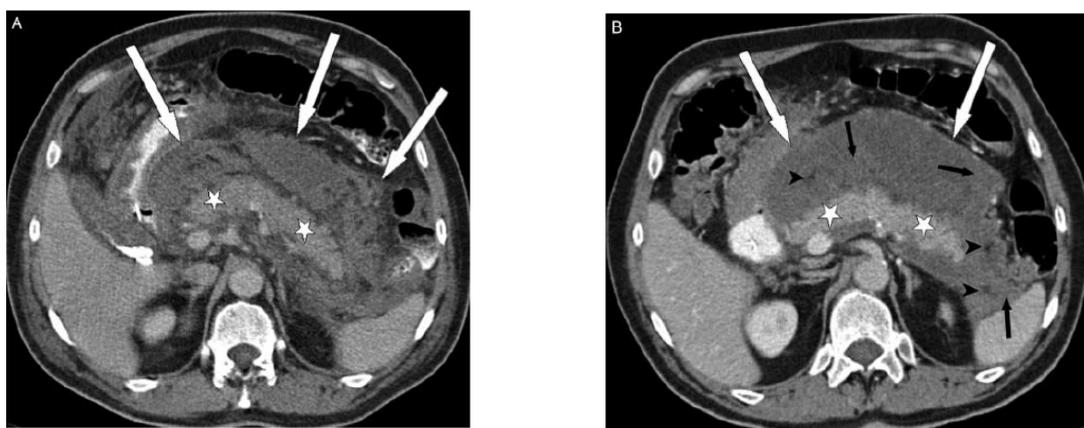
Coleções necróticas agudas. 3A: Avaliação por TC que evidencia coleções necróticas agudas num homem de 44 anos com pancreatite aguda necrotizante. As setas brancas indicam a coleção necrótica heterogénea, com limites mal definidos e componentes não-líquidos, que ocupa o espaço retroperitoneal. As estrelas brancas indicam o parênquima pancreático sem alterações. 3B: TC de seguimento do mesmo doente quatro semanas depois, em que é visível a progressão da necrose com envolvimento de tecido adiposo mais hipodenso (pontas de seta pretas) rodeado por líquido. As setas pretas indicam áreas necróticas. De notar que as coleções ainda não estão totalmente encapsuladas.
